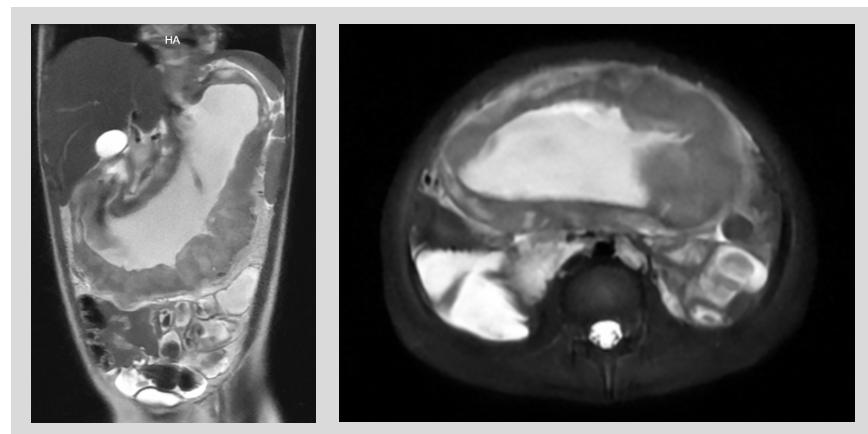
Enterorresonancia de abdomen. Se evidencia engrosamiento difuso de las paredes gástricas que alcanza la unión esofagogastrica y porción distal del esófago, de probable origen neoplásico (linfoproliferativo) versus inflamatorio crónico.
